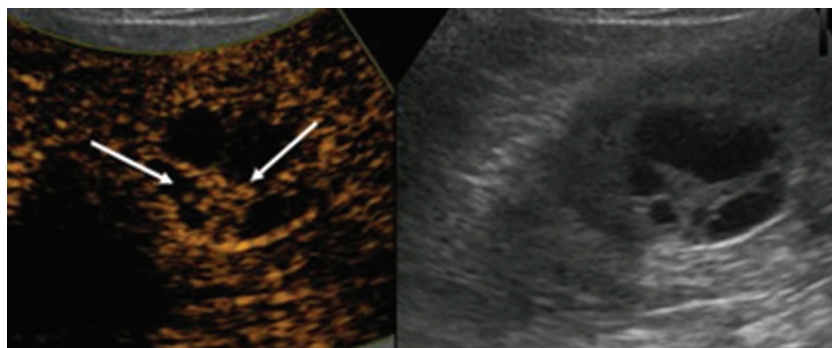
Оценка кистозного образования в режиме КУЗИ. В структуре утолщенных перегородок определяется выраженное поступление контрастного вещества (стрелки)
